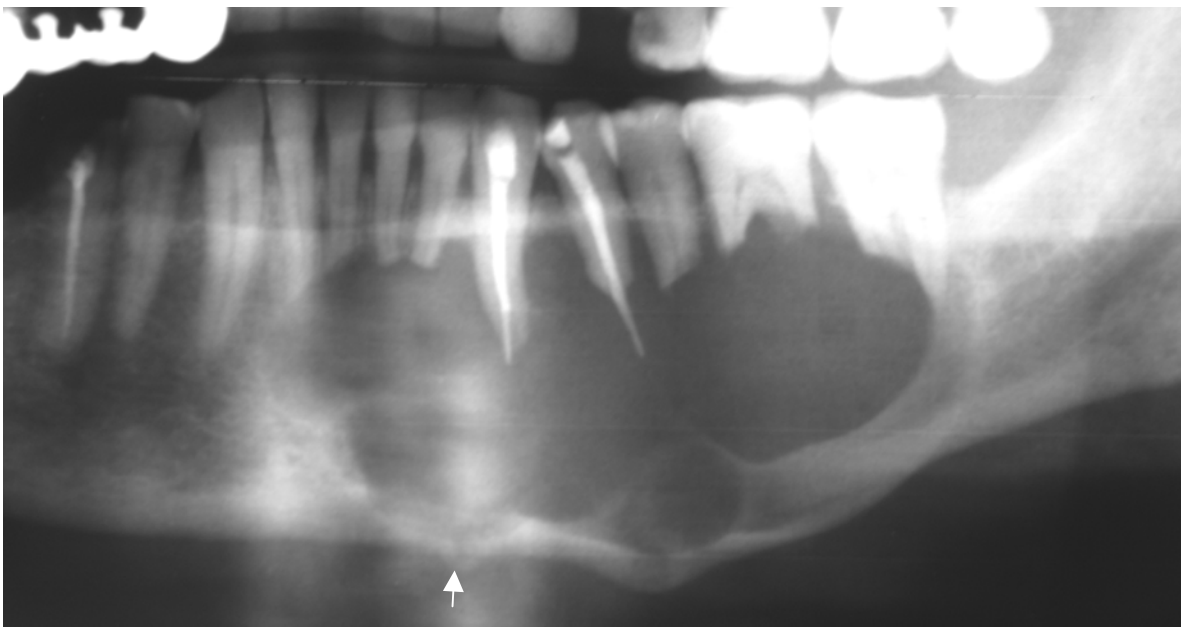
Radiografia panorâmica revela extensa imagem radiolúcida multilocular com grande loja radiolúcida superior. Há reabsorção radicular de todos os dentes envolvidos com a lesão e presença de fratura patológica na base da mandíbula (seta).
